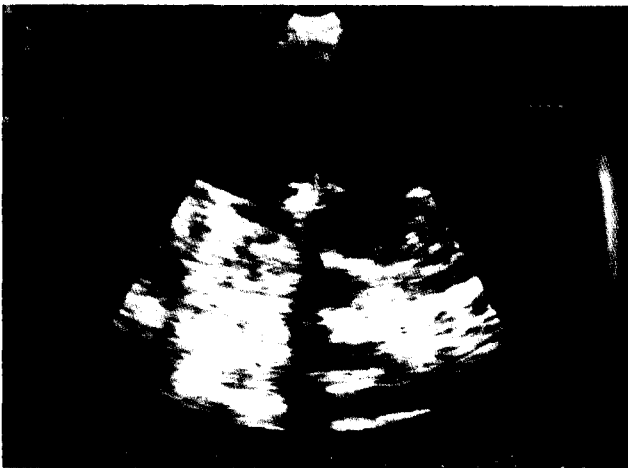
Postoperative echocardiography
